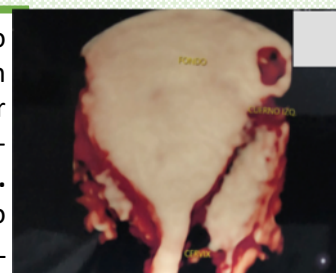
Ultrasonido 3D con embarazo ectópico cornual izquierdo.
